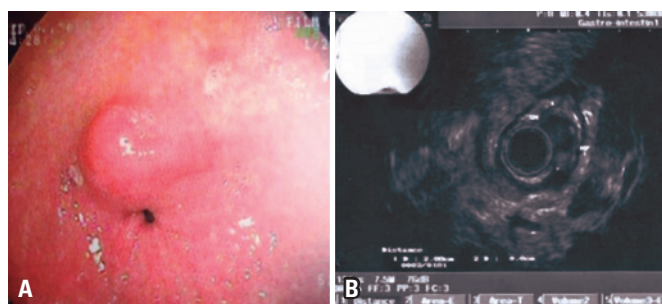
(A) Endoscopia mostrando protrusão do antro gástrico adjacente ao píloro. (B) Ultrassom endoscópico interpretando a lesão como compatível com tumor estromal gastrointestinal, sendo, porém recomendada a tomografia computadorizada
